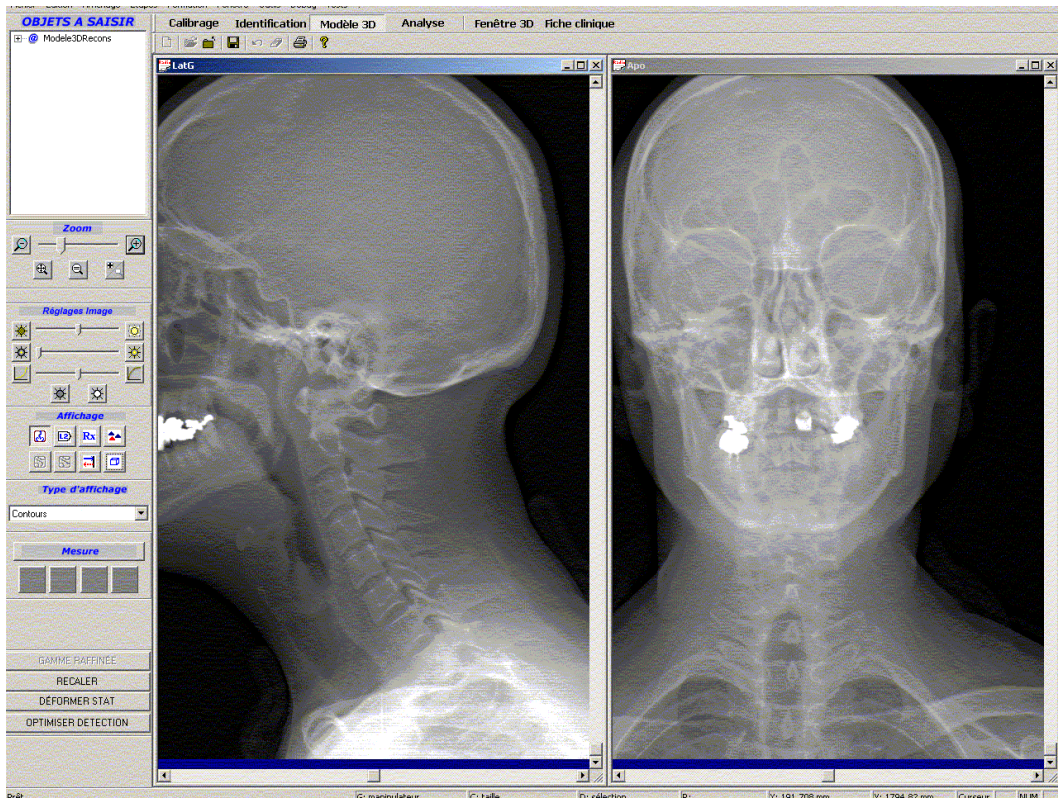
Radiographies haute définition à basse dose (face et profil) du rachis cervical.
